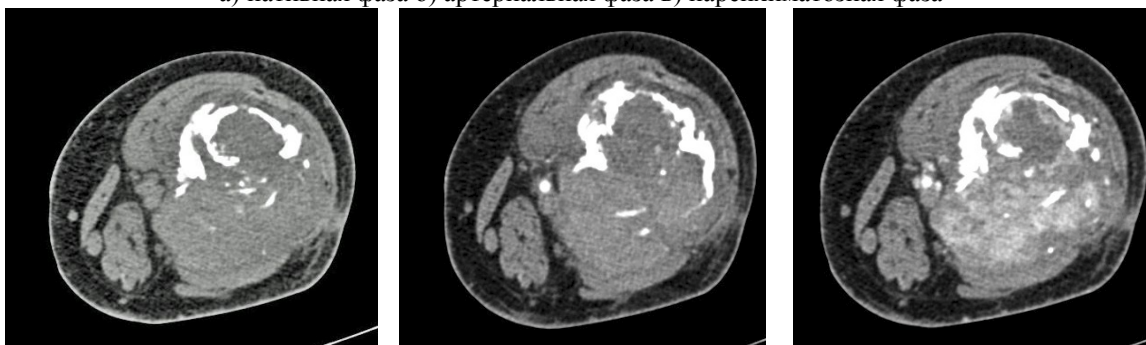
КТ-ангиография пациентки Т., 57лет, с остеолитической формой остеосаркомы нижней 1/3 метадиафиза бедренной кости
